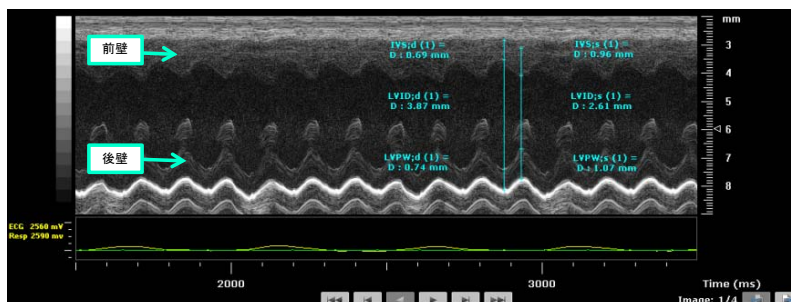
各薬剤投与群における心エコー画像 (M-mode)
